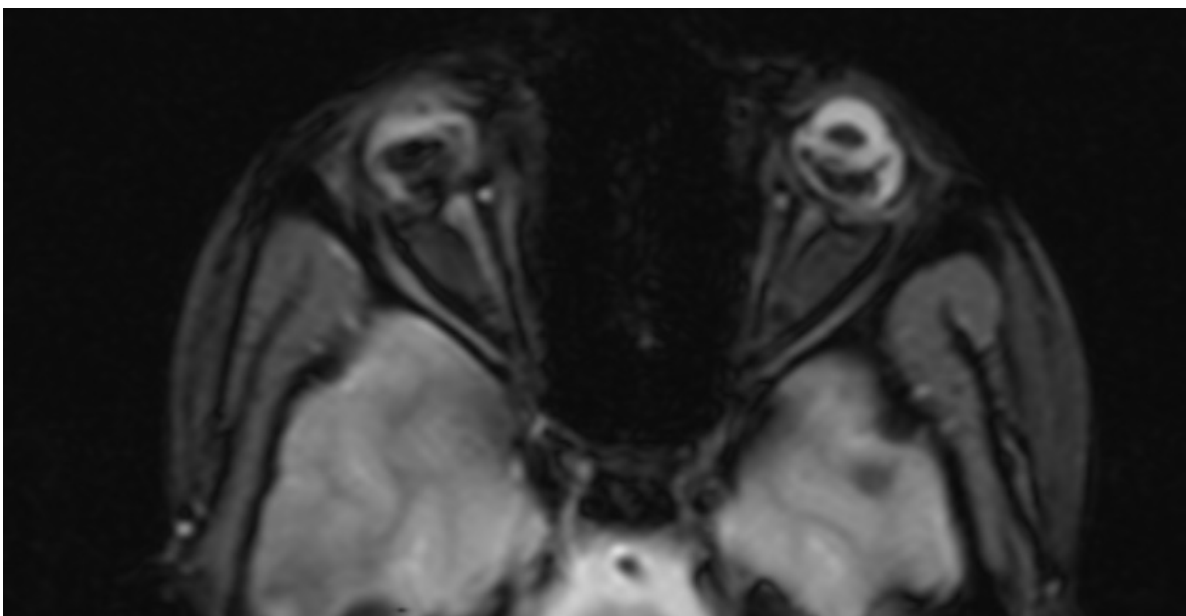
RM do crânio. Sequências T2 FLAIR (A) e T2 gradiente (B) no plano axial demonstraram microftalmia bilateral e conteúdo de marcado baixo sinal na sequência T2 gradiente nos espaços subretinianos, compatível com hemorragia crônica.
